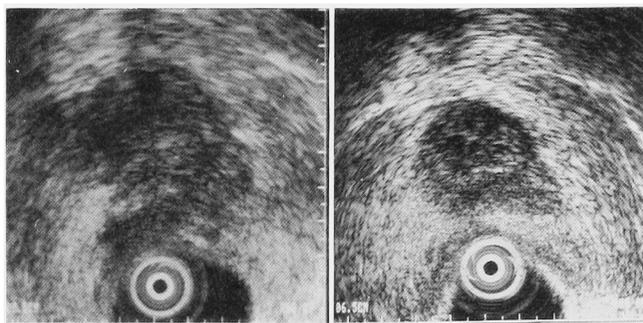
Transurethral sonogram of the prostate. Lt: before VIP, Rt: after VIP.
